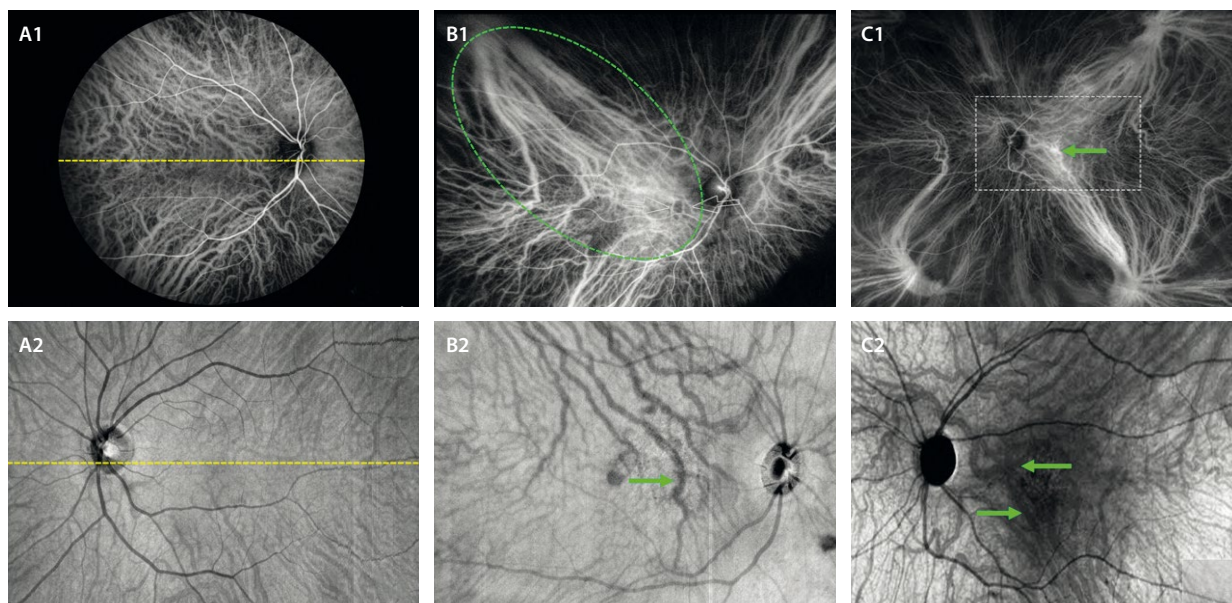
A1 y A2) Respeto del rafe medio sin comunicaciones entre venas vorticosas de diferentes hemisferios en la angiografía con verde de indocianina y en la imagen *en face* de la tomografía de coherencia óptica, respectivamente. B1 y B2) Gran congestión del polo posterior con dilatación de las venas coroideas (flecha verde en B2) que anastomosan vasos de los hemisferios superior e inferior, secundaria al drenaje asimétrico de la vena vorticosa temporal superior (línea discontinua en B1). C1 y C2) Congestión del polo posterior con dilatación y tortuosidad de las venas coroideas (flechas verdes en C1 y C2) anastomóticas entre vasos de diferentes hemisferios, no habiendo respeto del rafe medio.
